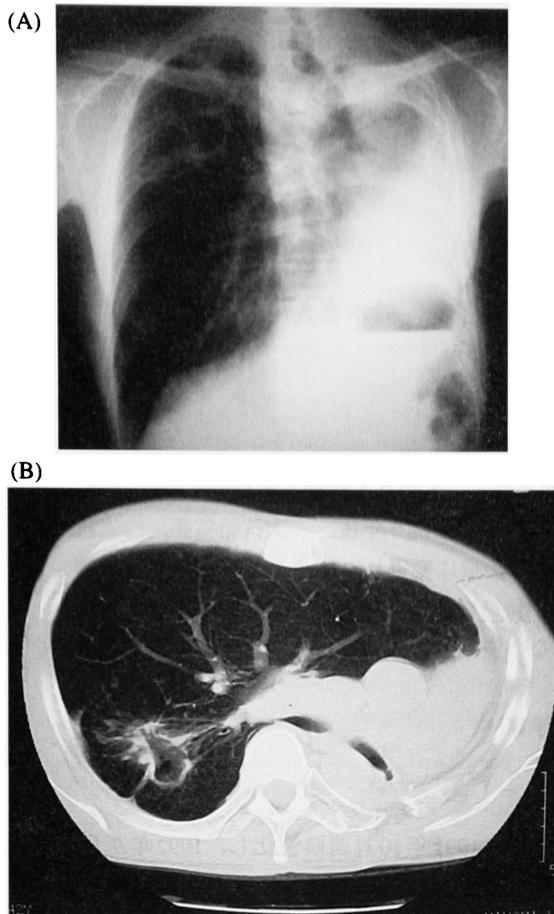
(A) Chest X ray on 14 April 2004, showing cavitary lesion on the right upper lobe and apical lesion. (B) Chest CT film on 4 April 2004, showing cavitary lesion.
